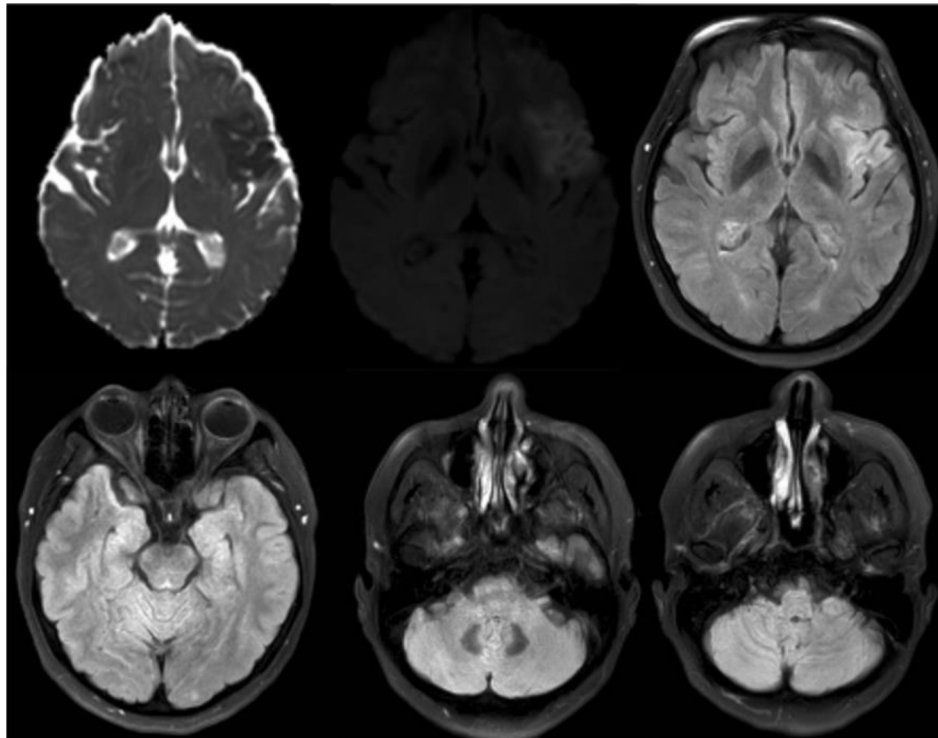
Resonancia magnética cerebral simple. Se observan cortes axiales en las secuencias ADC (coeficiente de difusión aparente), DWI (imagen ponderada por difusión) y FLAIR (recuperación de inversión atenuada por fluido) con restricción a la difusión en región insular izquierda con representación en la secuencia FLAIR. Los cortes axiales en territorio posterior no demuestran lesiones isquémicas.
